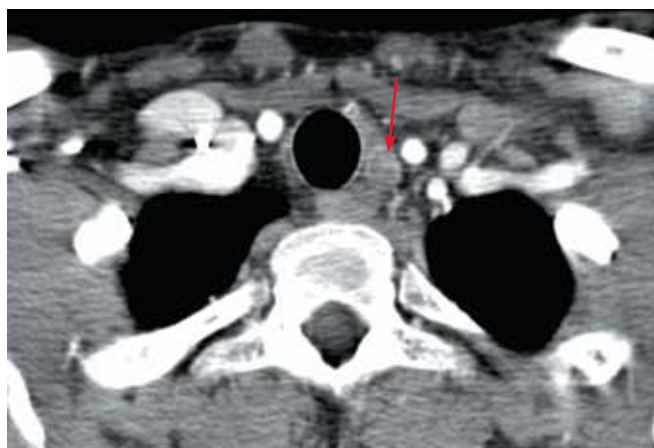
Компьютерная томография с внутривенным контрастированием. Рецидивный метастатический паратрахеальный лимфатический узел на уровне I–III кольца трахеи размерами до 1,1 × 0,7 см (отмечен стрелкой)
